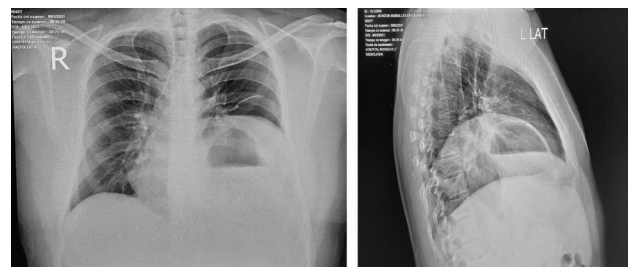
(a y b). Radiografía de tórax AP y Lateral al momento del ingreso. Se evidencia elevación significativa de la cúpula diafragmática izquierda.
